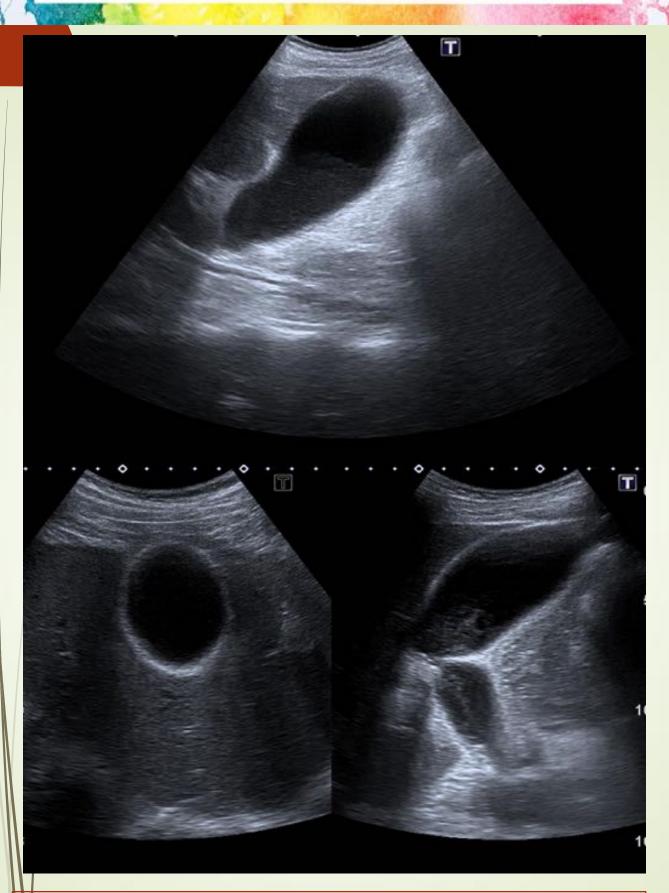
Ecografía de diferentes pacientes, en las que se aprecia una vesícula biliar con material ecogénico en su interior, sin sombra acústica posterior, compatible con barro biliar.
